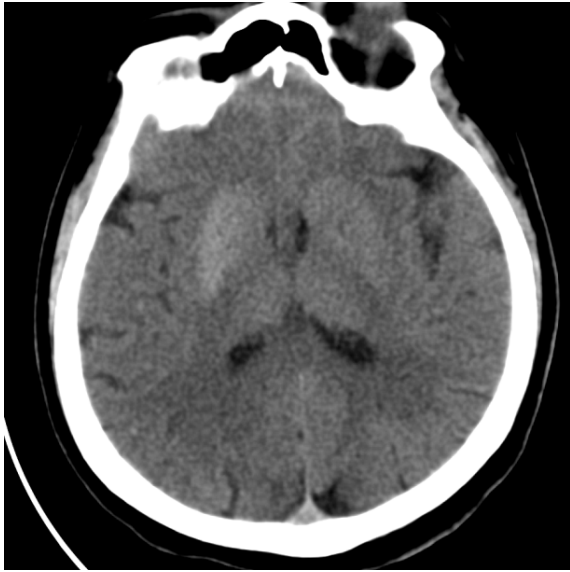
Non-enhanced axial CT imaging reveals hyperdensity within the right caudate nuclei and lentiform nucleus.
